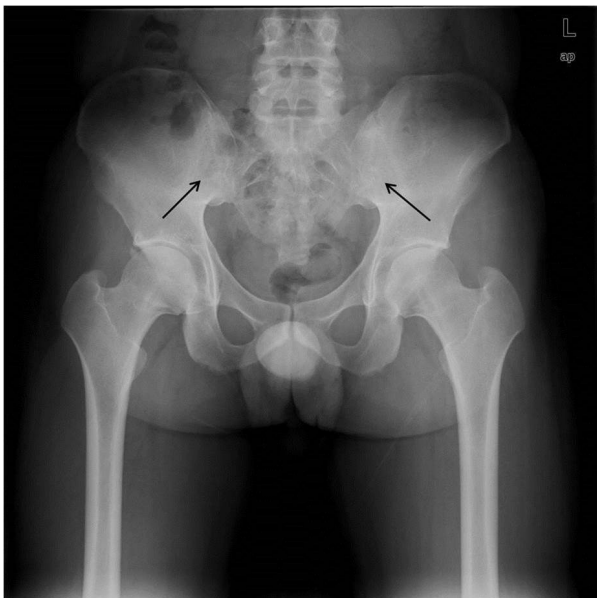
Pelvic X-ray shows sclerosis and ankylosis of both sacroiliac joints at the point of diagnosis of ankylosing spondylitis (arrows).
